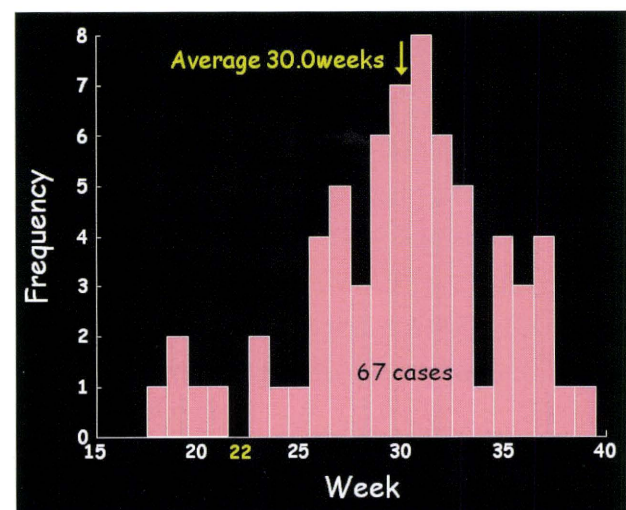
Gestational week at first MRI
